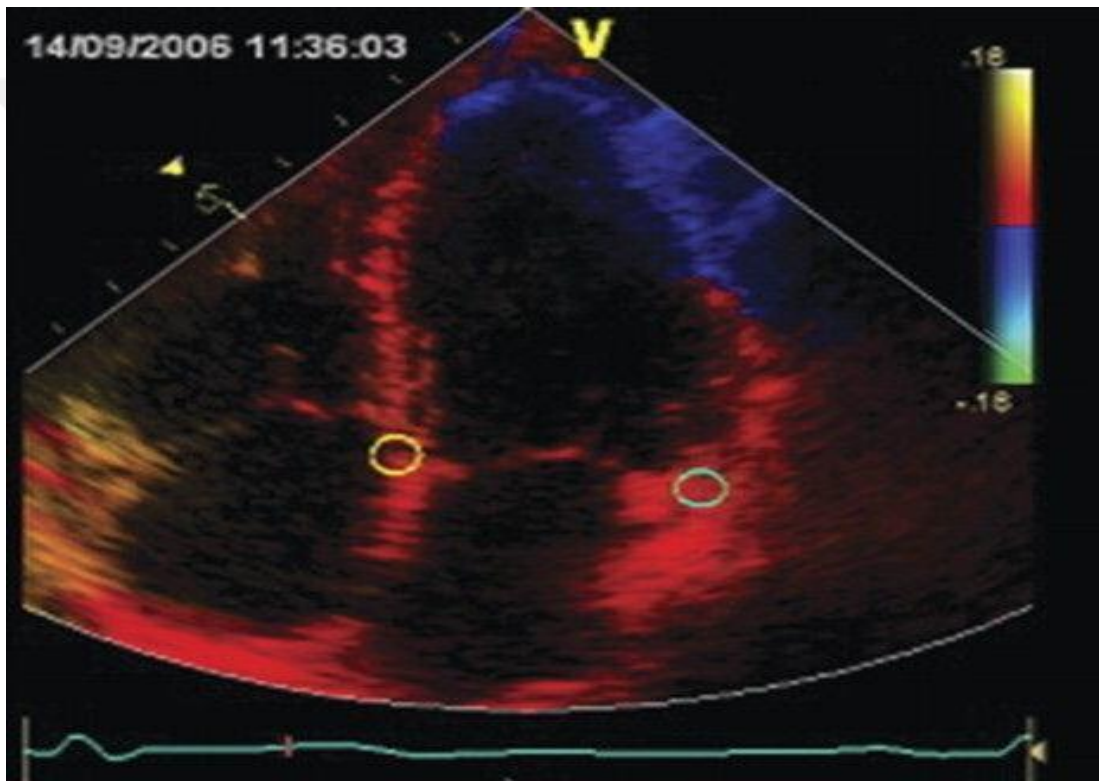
Doku doppler ekokardiyografi görüntüsü ve dalgaları örneği⁵
